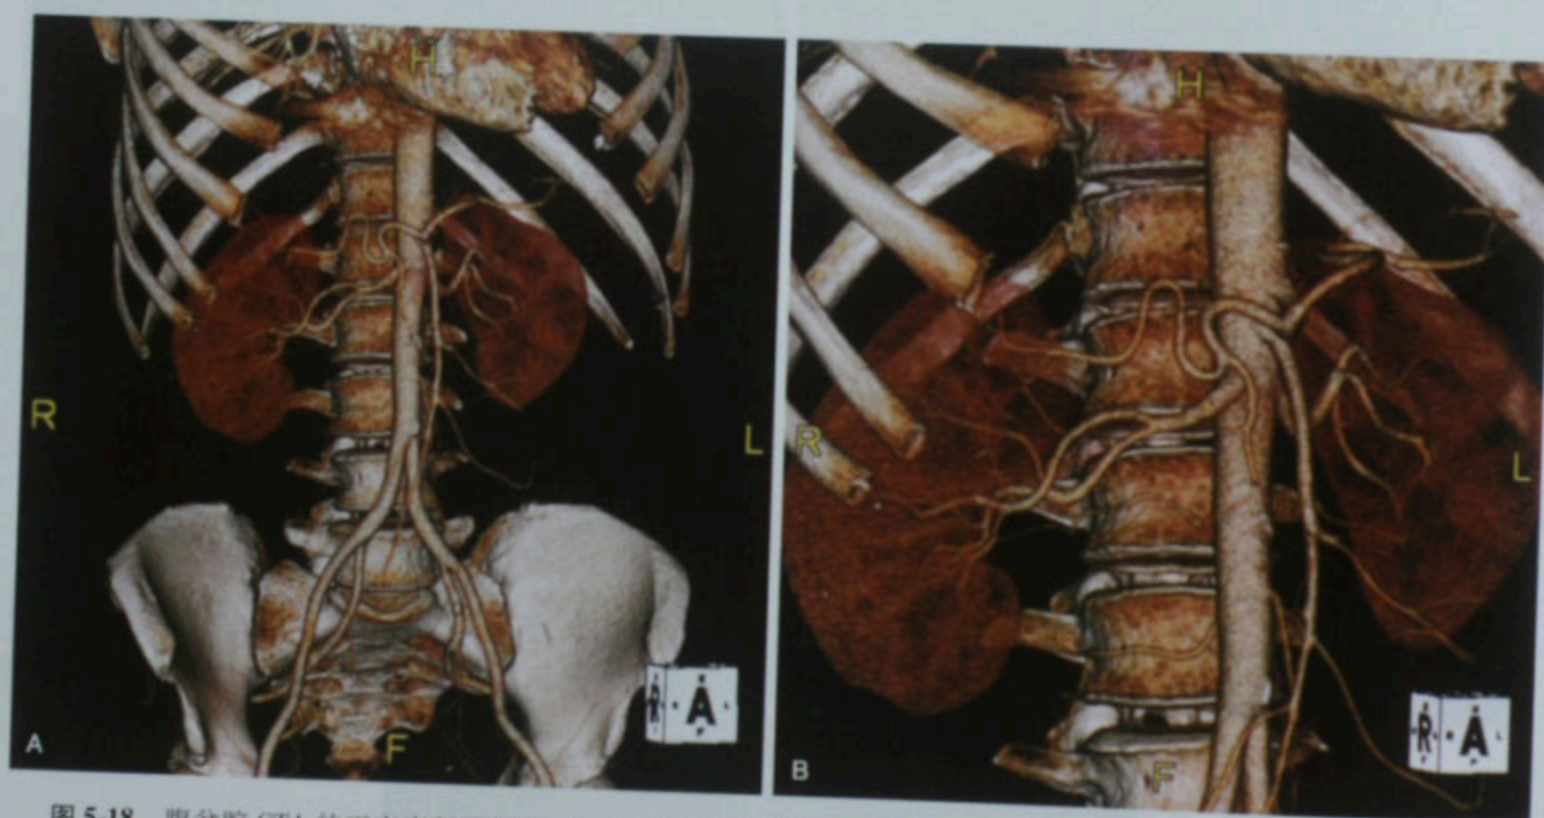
腹盆腔 CTA 的正交容积再现图。全景图(A)及放大图(B)可在不扭曲物体的情况下,从不同视野角度和放大观察
